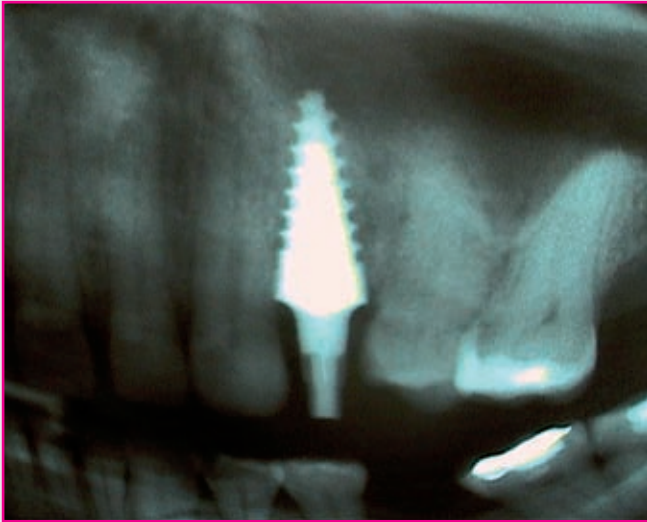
Röntgenkontrolle post implantationem.
